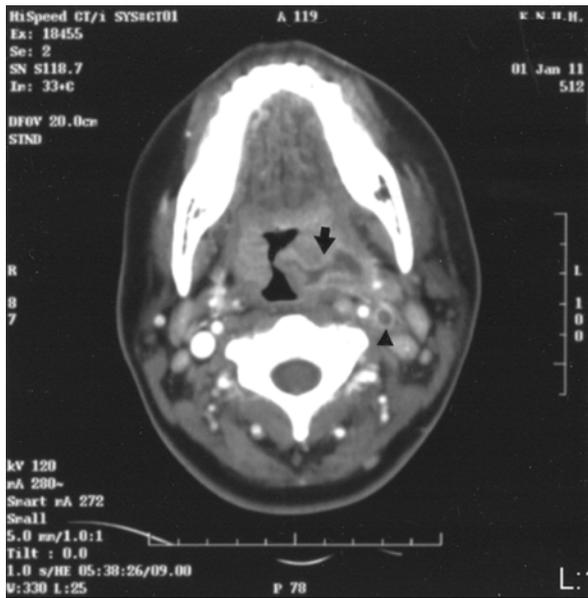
Neck CT shows an irregular margined low density area with a peripheral enhancing wall around the left tonsil, suggesting a peritonsillar abscess (arrow) and surrounding the lymph nodes enlargement in the right jugulodigastric area. Left internal jugular vein thrombosis can also seen (arrowhead).
